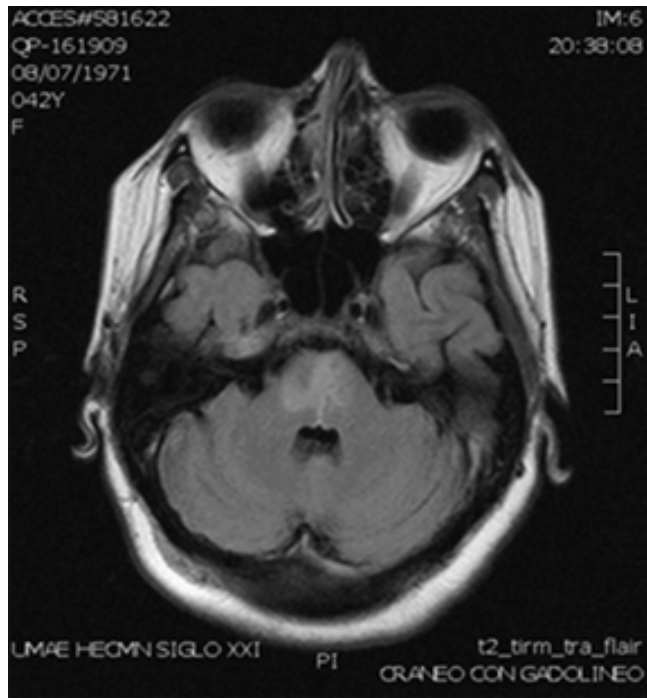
IRM corte axial ponderación FLAIR que muestra hipertensitudes en puente.
